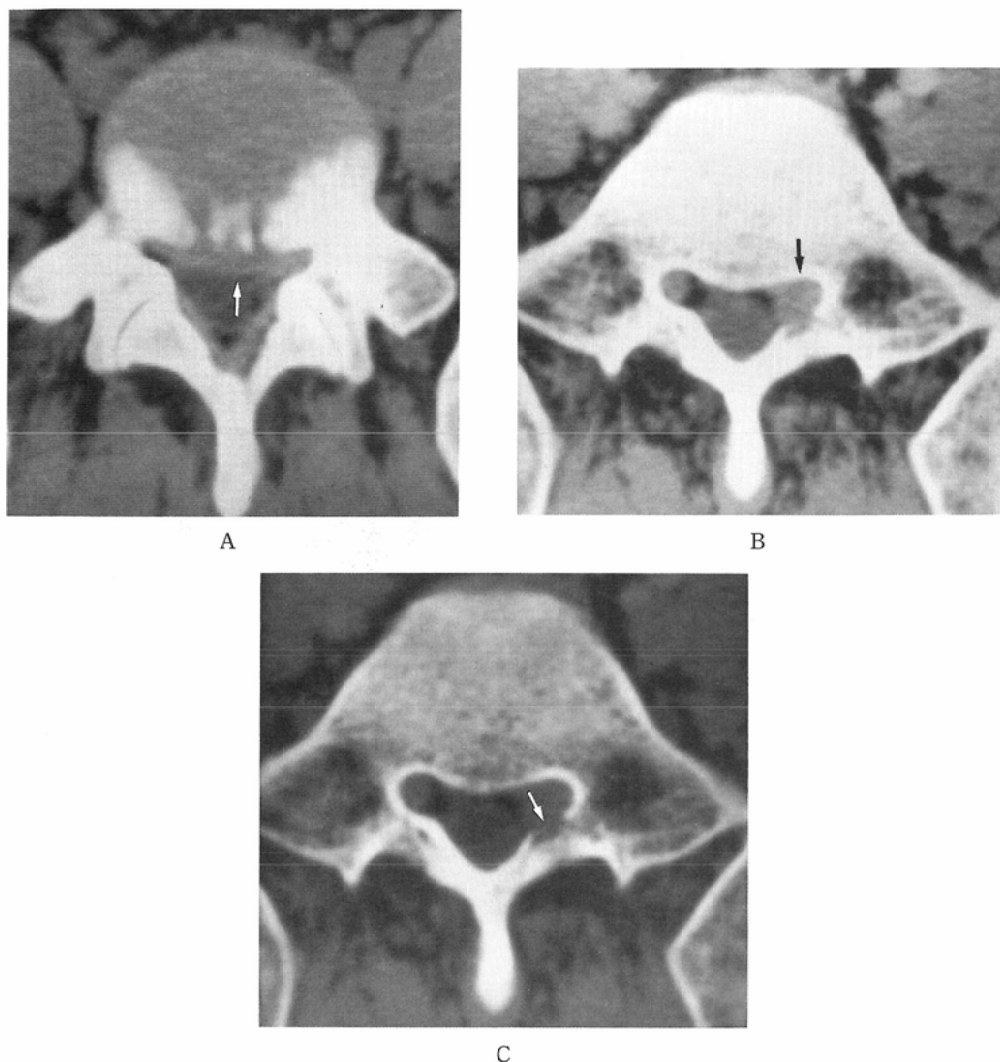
Case 1, Disk margin at L5-S1 diffusely protrudes, but slightly much on left (A, arrow). On CT after intravenous contrast injection, an abnormal soft tissue mass which is denser than the duaral sac is observed in left lateral recess at S1 (B, arrow). Bone window setting (C, arrow) at the scan level as B shows destructive change of the lamina adjacent to the soft tissue mass.
